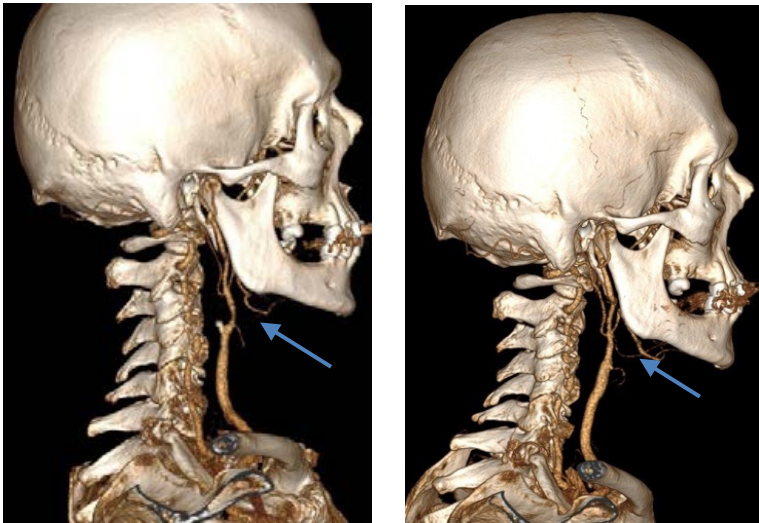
Компьютерная томография. Общая и наружные сонные артерии (а) до и (б) после операции: а – стеноз наружной сонной артерии (указано стрелкой); б – состояние после пластики, отсутствие перекалибровки (указано стрелкой)
